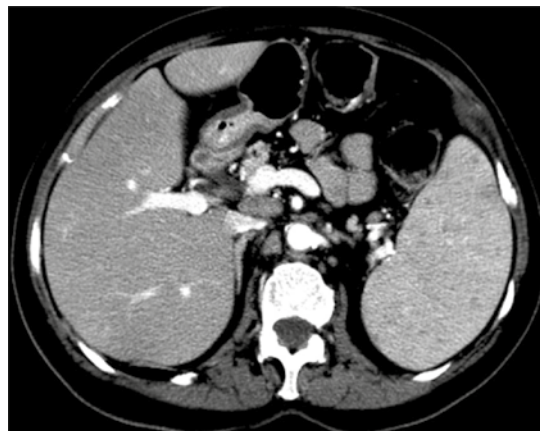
Mujer de 65 años con esplenomegalia con múltiples imágenes en la tomografía posterior al contraste intravenoso, en fase arterial correspondientes a lesiones focales hipodensas compatibles con lesiones por *Candida*.
